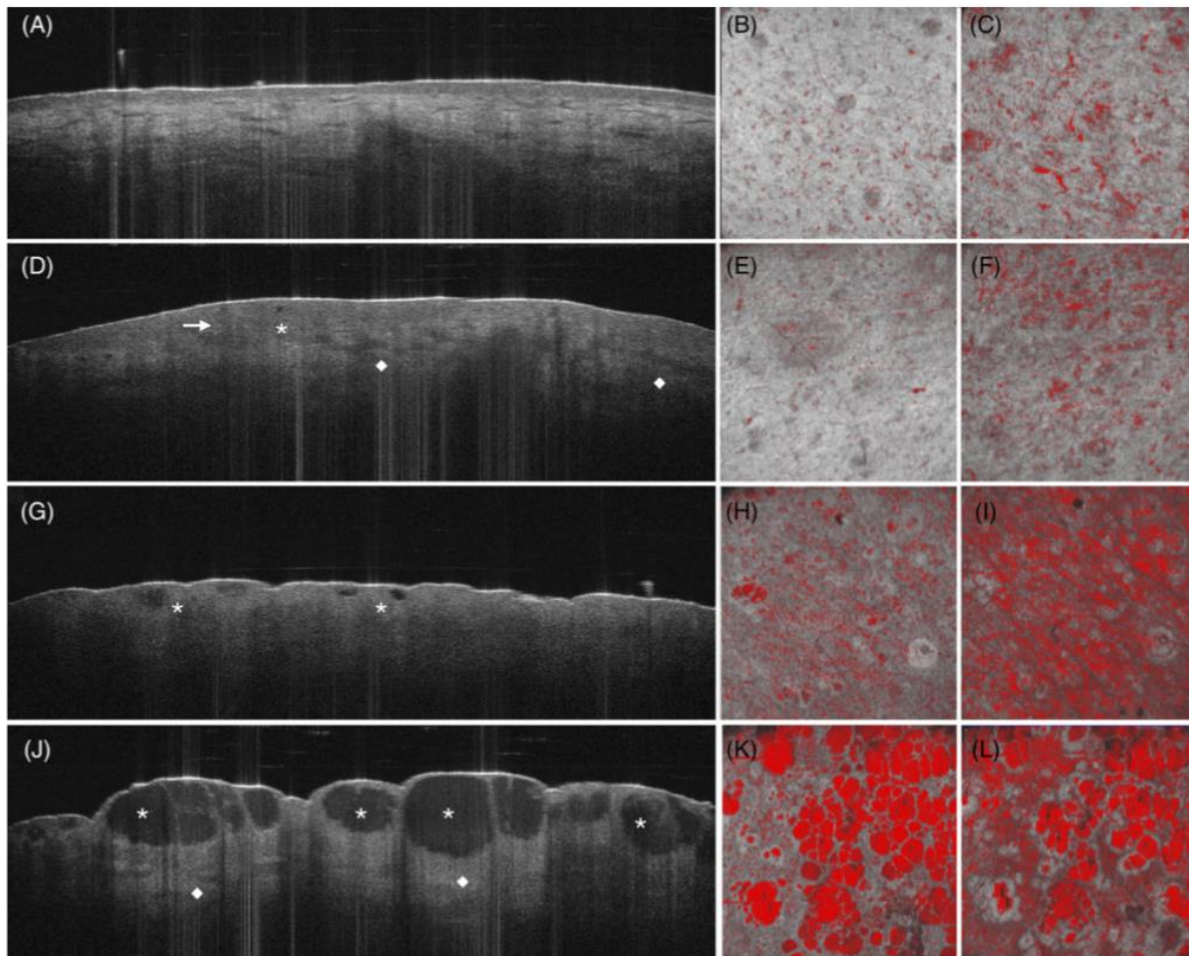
Optische Kohärenztomographie (OCT) Bilder en face (links) und im dynamischen Modus en coupe bei 0,2 mm (Mitte) und bei 0,35 mm (rechts) Tiefe von: einer gesunden Kontrollstelle (A-C) und drei Patienten mit allergischem Kontaktekzem mit positivem ECT Grad + (D-F), ++ (G-I), und +++ (J-L). Beachten Sie den Unterschied zwischen den gesunden Hautschichten des ersten Patienten (A) mit regelmäßiger Epidermis und normalem Vaskularisationsmuster (B,C) und der leichten positiven Reaktion, bei der akute Spongiose (Pfeil), Bläschenbildung (Stern) und Gefäßerweiterung (Raute) im OCT zu erkennen sind (D-F). Diese Merkmale, diskret als Mikrovesikel und Spongiose in Grad + ECT-Reaktionen (D), sind deutlicher in stark positiven klinischen Reaktionen (G,I) und deutlich sichtbar als zusammenwachsende Bläschen (J) und ausgeprägte Vasodilatation (K,L) im letzten Patienten.
